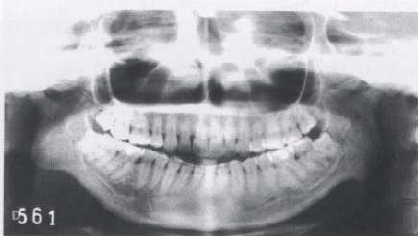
Radiografía panorámica. Se aprecian ambos cóndilos reducidos a la mínima expresión. También es evidente la profundización de ambas escotaduras antegoníacas.
